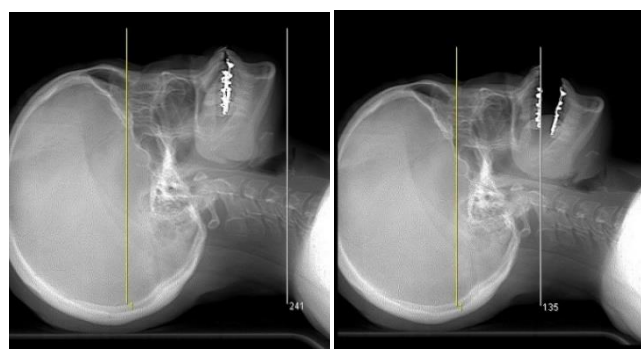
は筋突起過形成症の診断目的の CT 検査である。筋突起過形成症の診断では開閉口時の筋突起の位置が重要であり、同部位を 2 回 (左画像が閉口時、右画像が開口時) 撮影する必要があるため、CTDI は高くなる。
